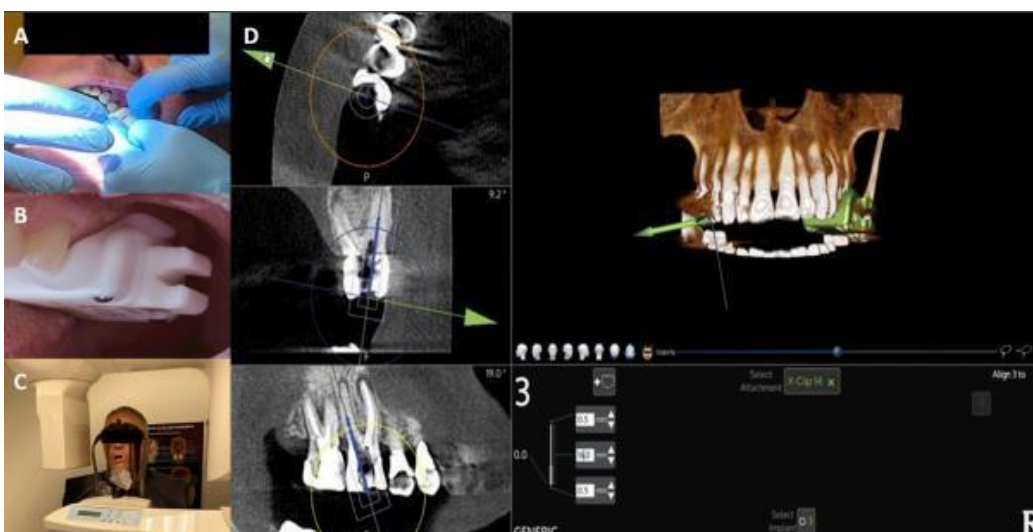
A, B, colocação do X-Clip. C, aquisição CBCT de arco completo (resolução de 0,120 mm), D, uso do software de guia X, planejamento virtual do acesso baseado em dados CBCT em três planos: ponto de entrada, ângulo e a profundidade necessária para a localização do canal.
